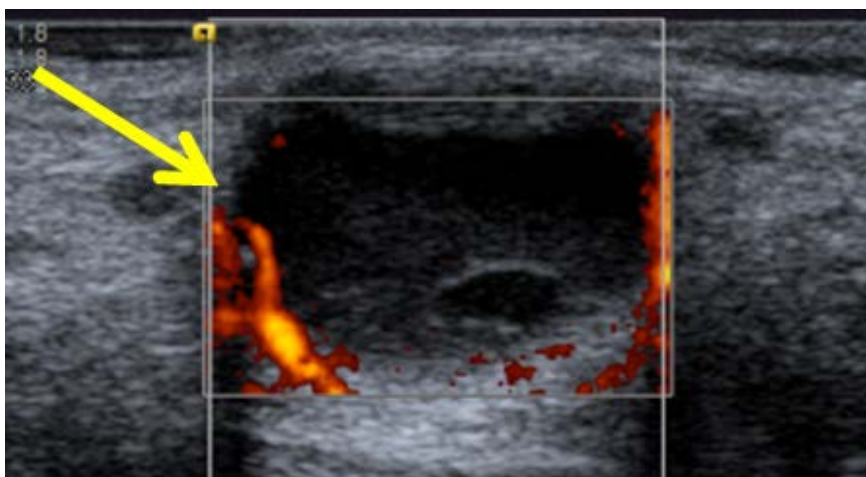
Estudio con Doppler energía. Nódulo en el que SÍ se detecta leve vascularización periférica. Nódulo coloide.
